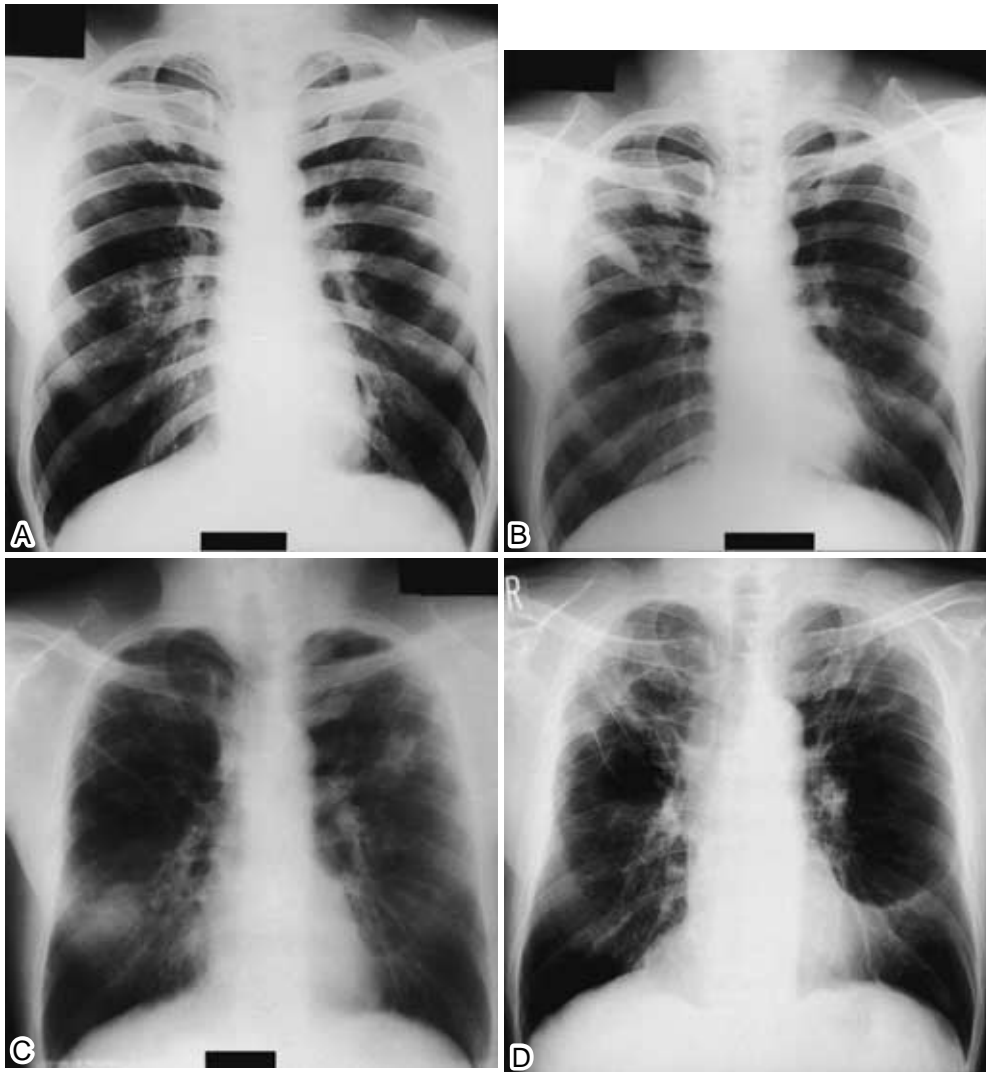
(A): Chest radiograph from August 18, 1983, showing infiltrate in right middle lesion of the lung. (B): Chest radiograph from November 30, 1985, showing infiltrate in right upper lesion of the lung (C): Chest radiograph from June 15, 1993, showing infiltrate in right lower and left upper lesions of the lung. Right upper and bilateral lower lesions of the lung show the onset of an emphysematous change (D): Chest radiograph from December 16, 2002, showing bilateral infiltrate in all portions of the lung. Therefore, the confirmation of infiltrate becomes difficult.
